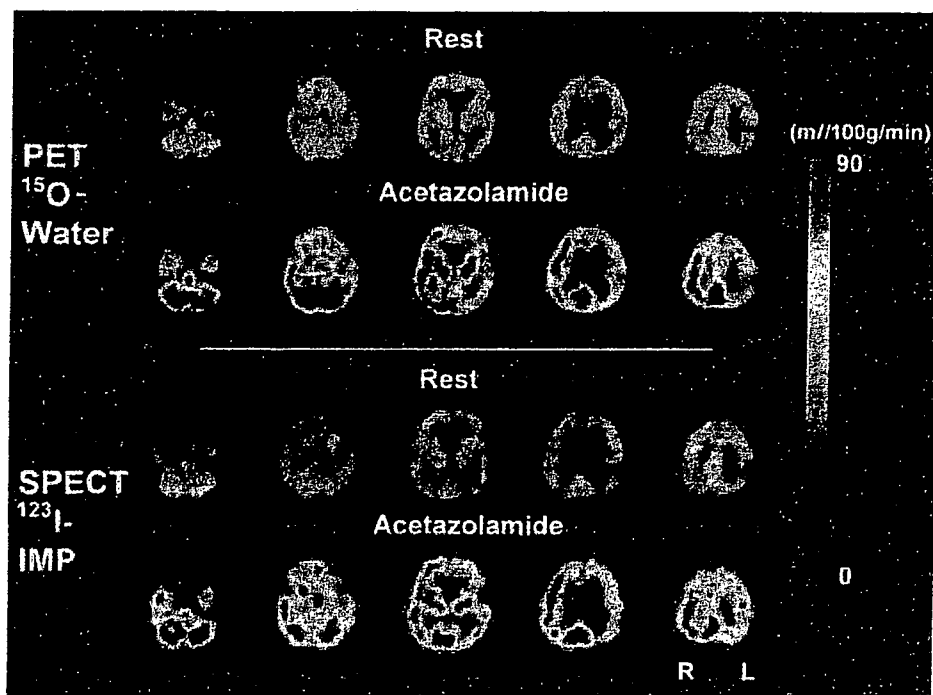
Comparison of CBF images at rest and after acetazolamide administration obtained with dual-table ARG and QSPECT programs with those obtained with ^{15}O PET. Good agreement in image contrast and absolute values are visible.
